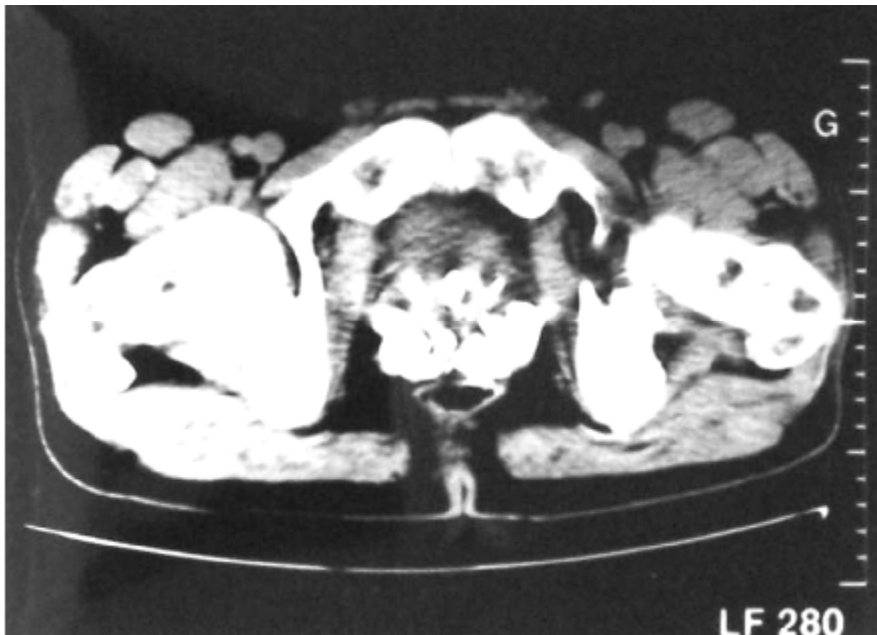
TDM montrant un Kyste hydatique prostatique calcifié
